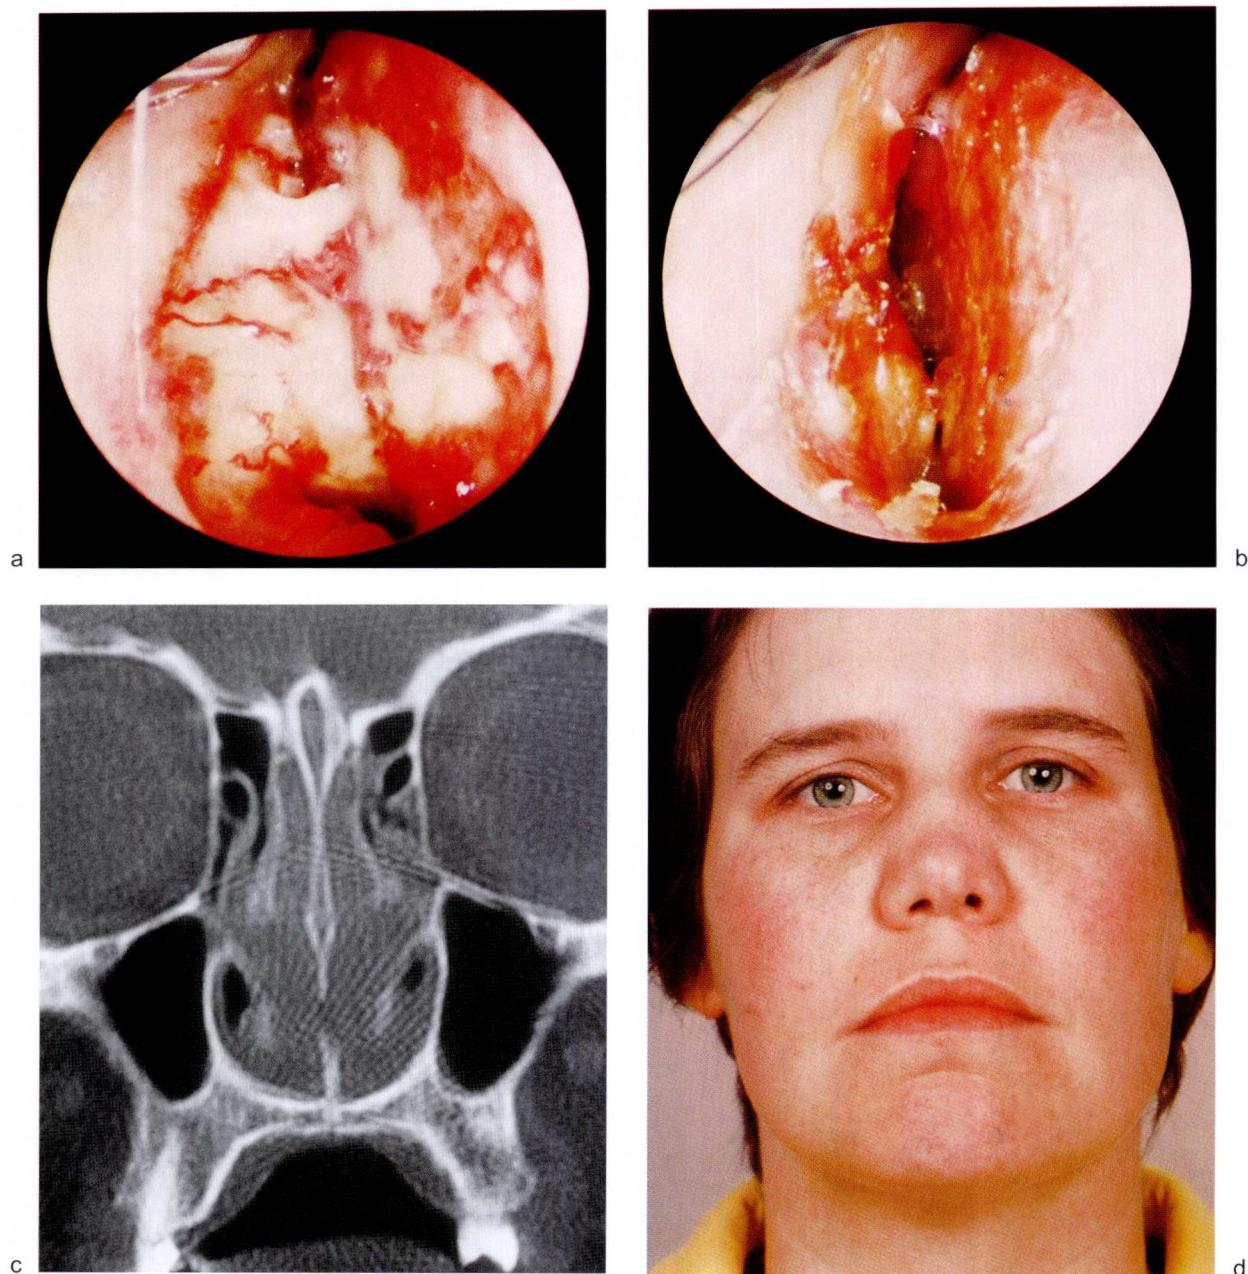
a, b Wegener 肉芽肿患者鼻内镜下见肉芽和干痂; c 冠状位 CT 所见黏膜改变符合 Wegener 肉芽肿, 常伴骨质破坏; d Wegener 肉芽肿患者常见鼻背塌陷
